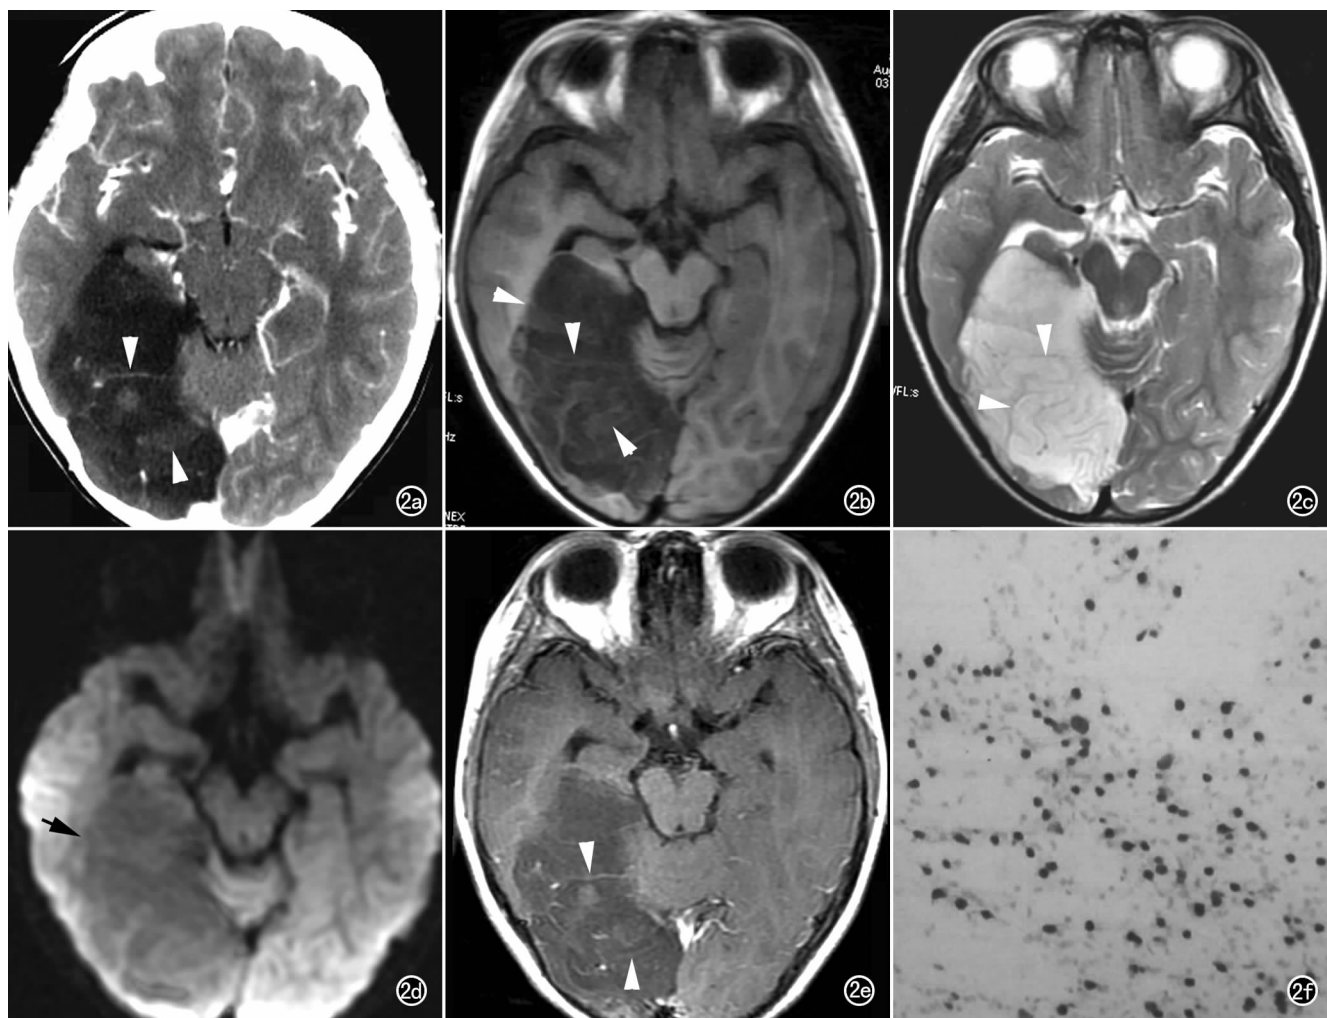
脑 GG。a) CT 增强扫描示右侧颞枕叶脑回状低密度灶,边界清楚,灶周无水肿,占位效应轻,囊内密度欠均匀,呈脑回样强化(箭头); b) 横轴面 T_1 WI 示右枕叶脑回状低信号灶,内部信号略不均匀,见脑回样等信号分隔影(箭头); c) 横轴面 T_2 WI 示肿瘤呈高信号,内见等信号脑回样分隔影(箭头); d) DWI 图示肿瘤呈低信号(箭); e) 横轴面 T_1 WI 增强扫描示肿瘤内脑回样强化(箭头); f) 免疫组化示 NeuN 染色阳性。
